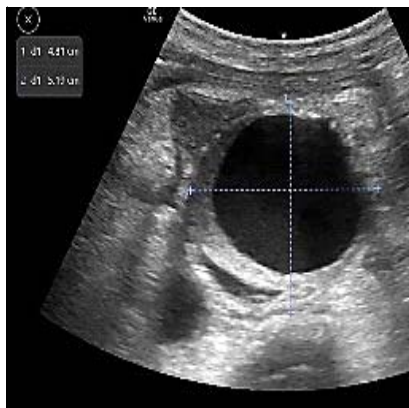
№131. На УЗИ выявлена аневризма аорты 4,8 см. В париаортальном пространстве — серповидная гипоэхогенная зона. ЦДК: активный кровоток вне просвета аорты. Признак разрыва аневризмы (гематома).
